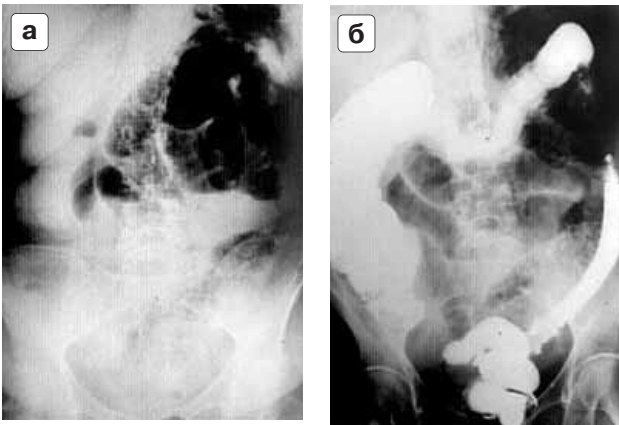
а – обзорная рентгенограмма брюшной полости. Вертикальное положение. Определяется скопление газа и жидкости в просвете тонкой кишки с образованием нечетких горизонтальных уровней жидкости, газ в разных отделах толстой кишки. Слева в проекции сигмовидной кишки определяется цепочка мелких пузырьков газовой плотности на фоне затемнения этой области. б – контрастирование толстой кишки. Горизонтальное положение. Обнаруженные газовые пузырьки располагаются кнутри от спазмированной сигмовидной кишки в области, соответствующей ее брыжейке, – признаки флегмоны клетчатки на этом уровне.
